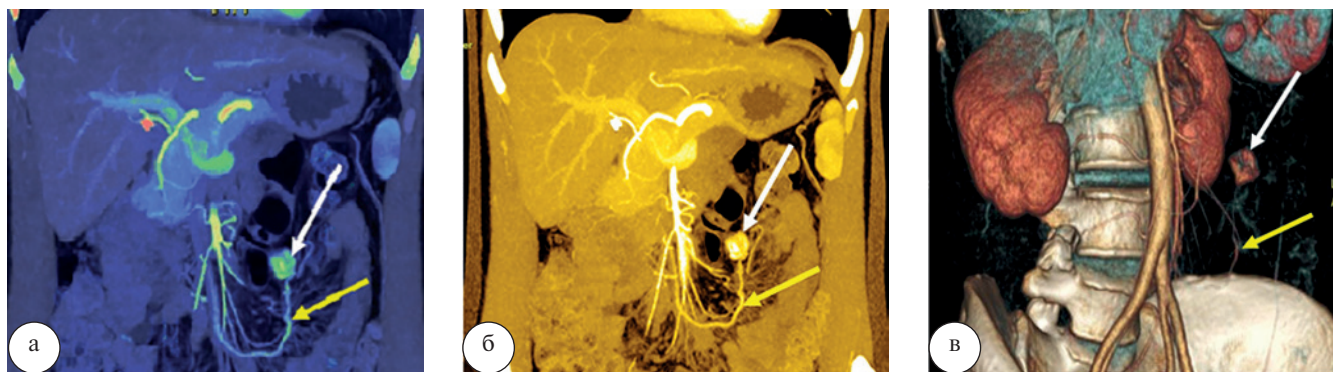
Компьютерная томограмма брюшной полости: а, б – аксиальные срезы, йодные карты в разных шкалах; в – VRT-реконструкция. В тощей кишке визуализируется гипervasкулярное полуциркулярное образование (белая стрелка) размерами 2×1,8 см, к которому снизу подходит довольно крупный сосуд (желтая стрелка) диаметром 0,2 см от верхней брыжеечной артерии
